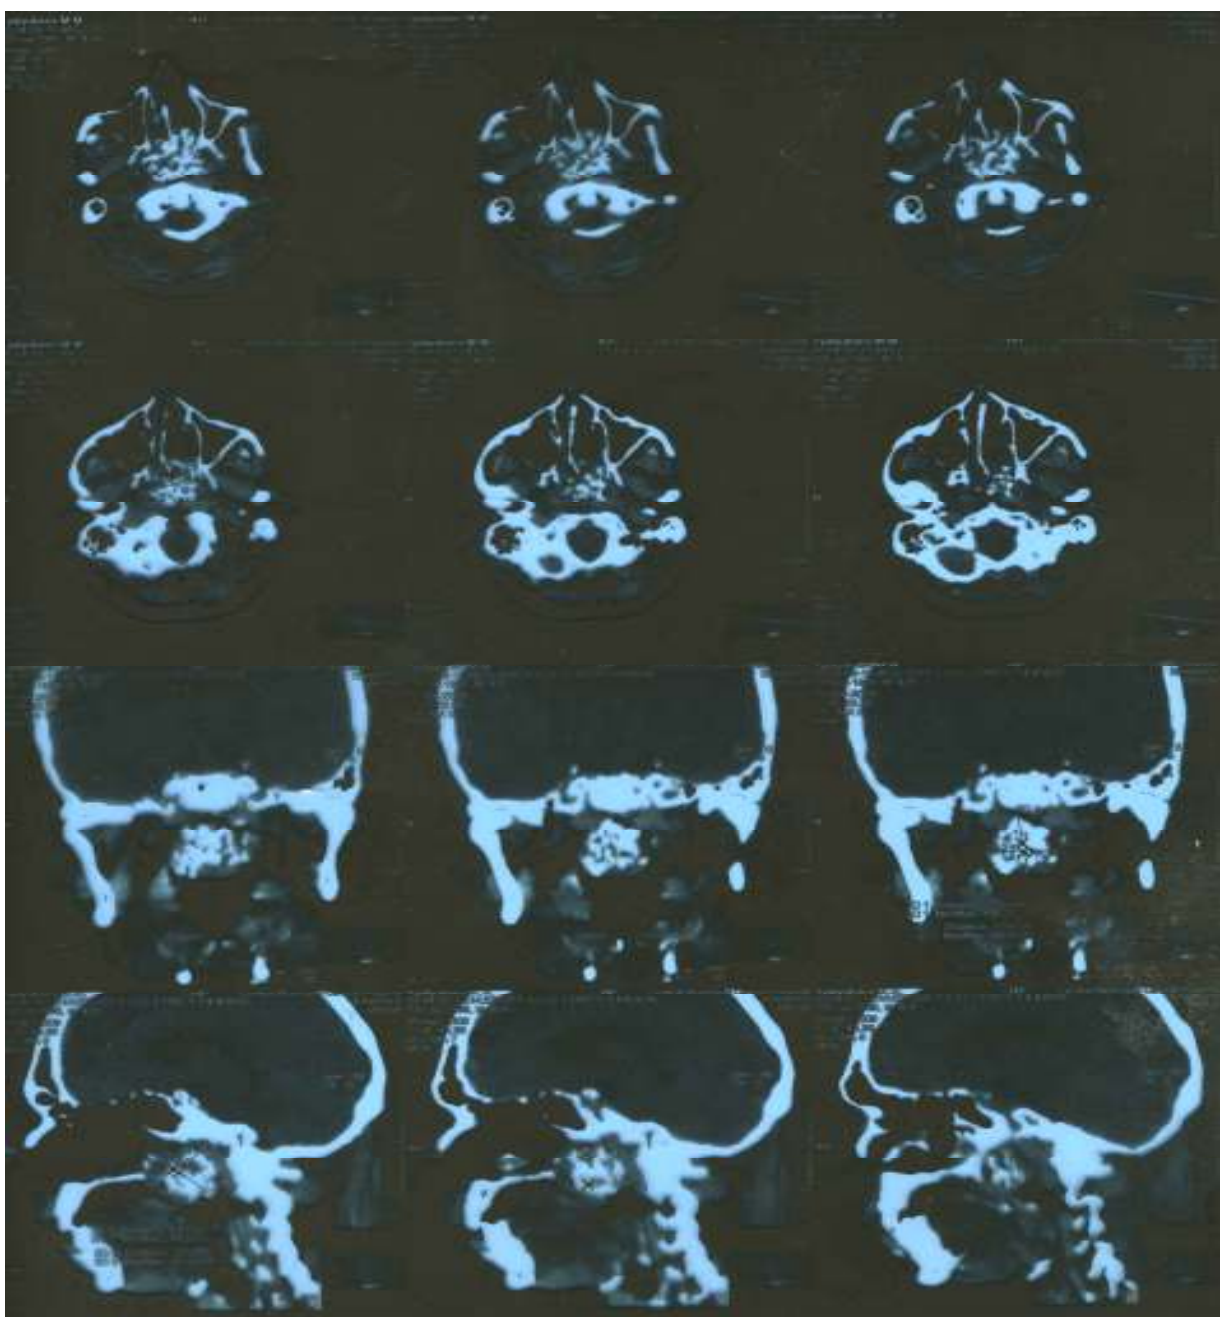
Компьютерная томография полости носа и носоглотки
